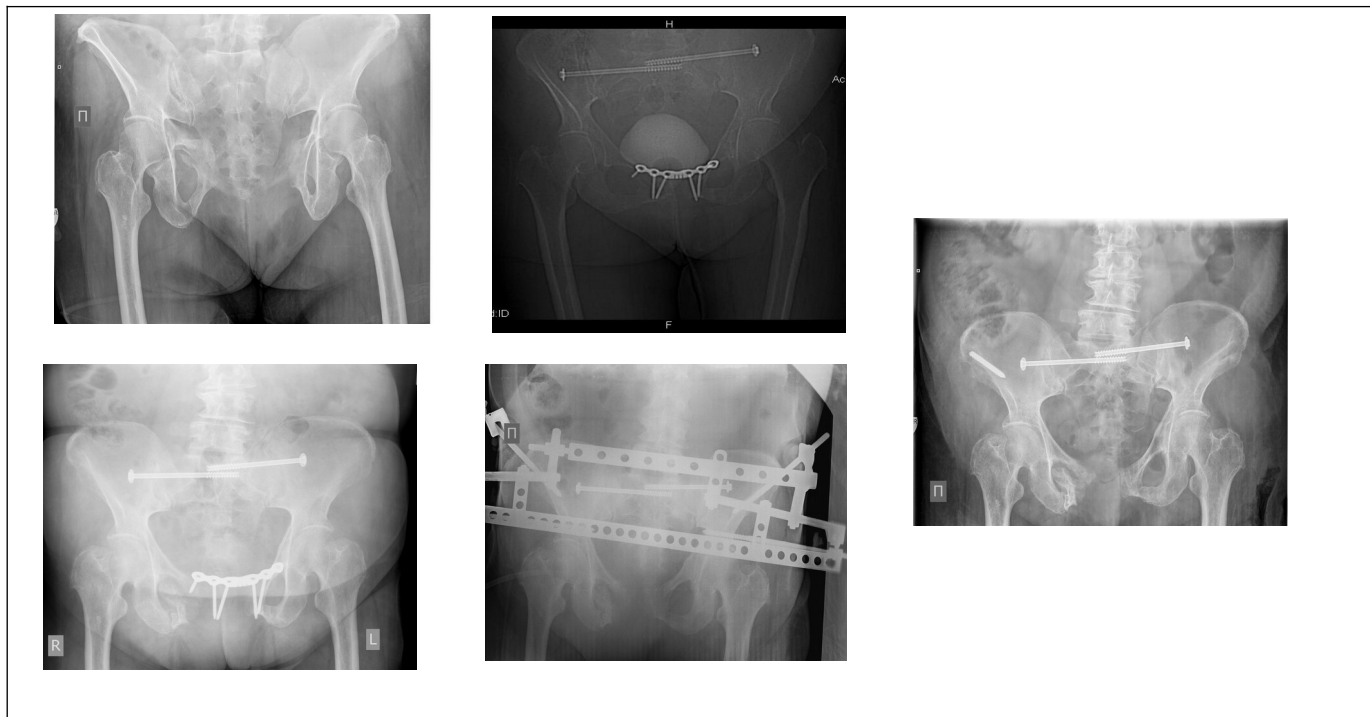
Пациентка В., 70 лет. Верхний ряд — рентгеновские снимки при поступлении и после остеосинтеза таза пластиной винтами, нижний ряд — рентгеновские снимки с развившейся миграцией и после удаления пластины и остеосинтеза таза АНФ, справа — после демонтажа АНФ.
